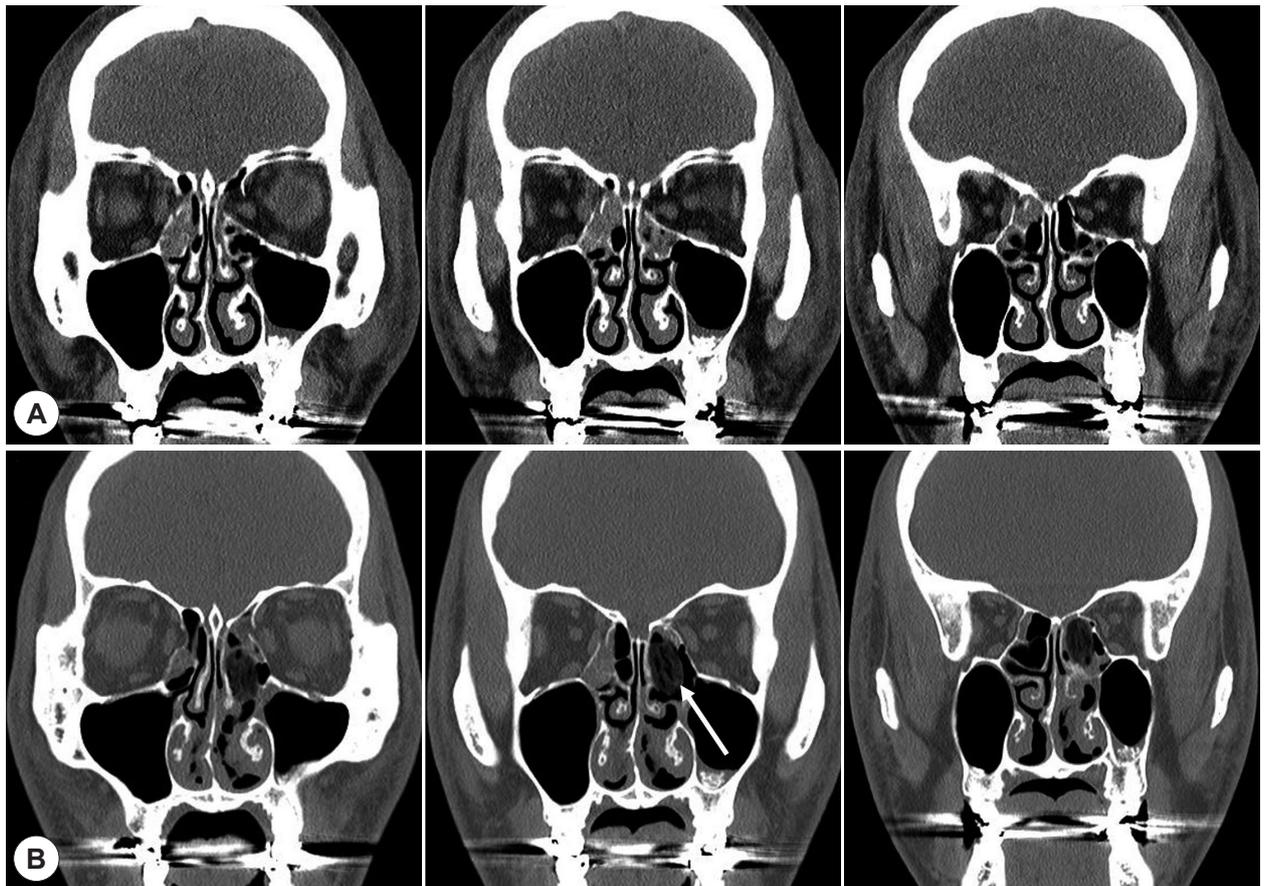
Facial bone CT scan images of medial blowout fracture. A: Preoperative images. B: Postoperative images (arrow: glove with MeroCel[®]).
